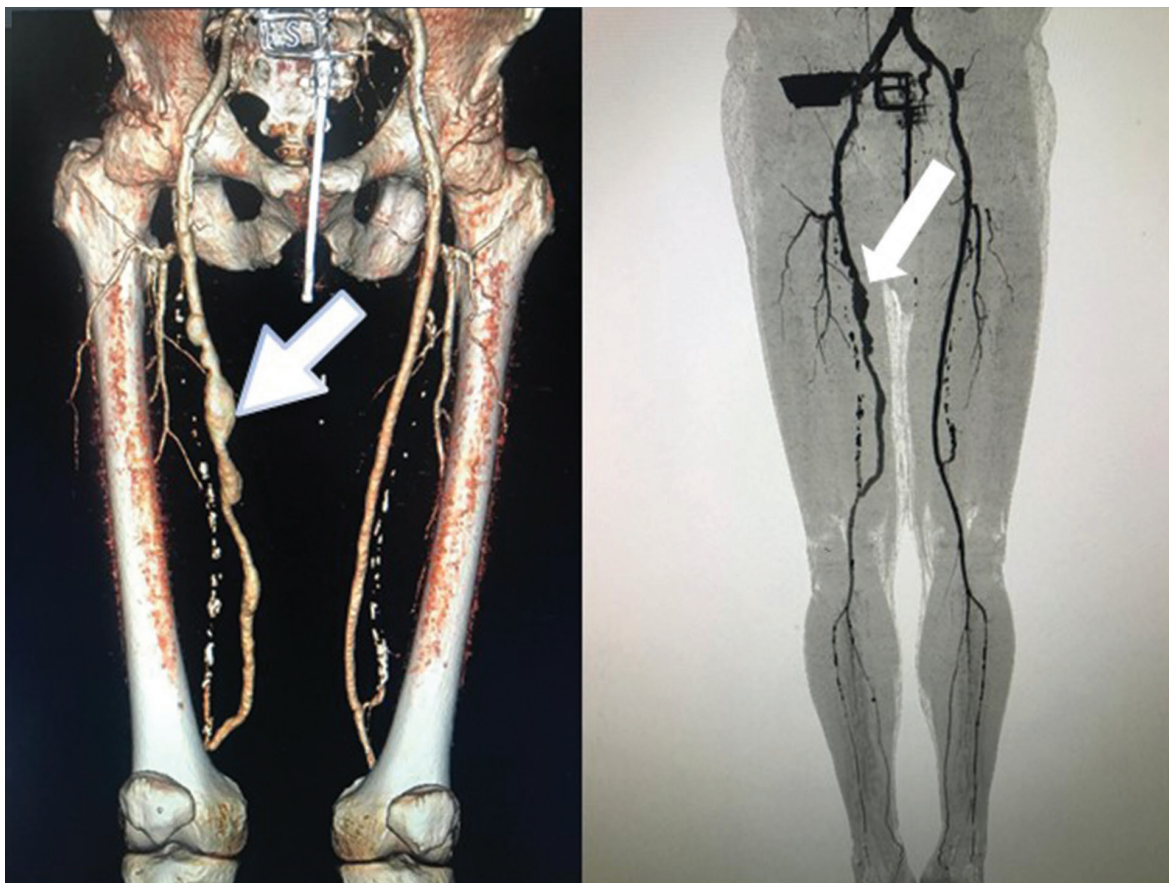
Компьютерная томография с контрастированием, 3 Д реконструкция, стрелкой указан аневризматически изменённый БПШ
